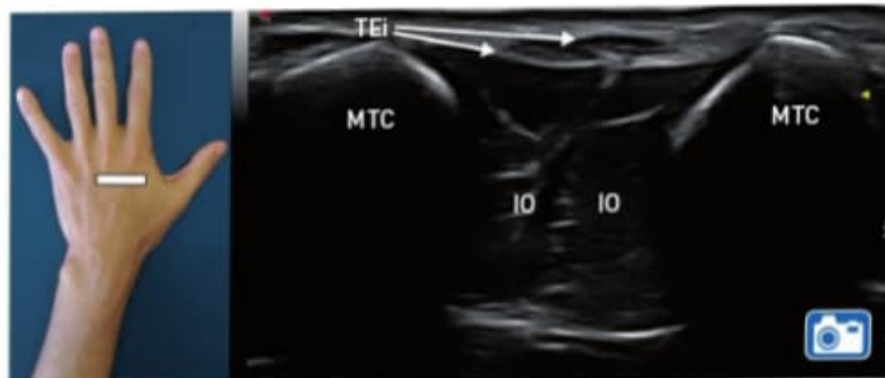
Ecografía de la cara dorsal de la mano con los tendones extensores en su corte transversal. TEi: tendón extensor del índice; MTC: metacarpiano; IO: interóseo. Izquierda: posición de la sonda.
